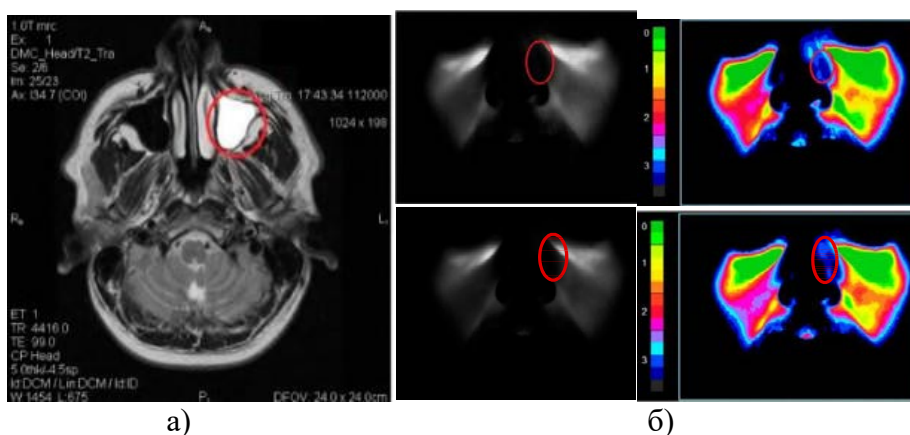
T2 взвешенное МРТ изображение (а) и изображения, зарегистрированные и обработанные с помощью метода цифровой диафаноскопии (б) для пациента (мужчина) при длинах волн излучения 650 нм (сверху) и 850 нм (снизу)
